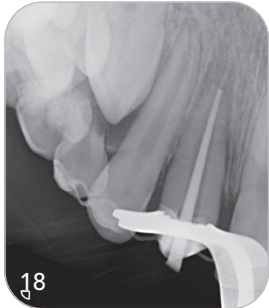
Messaufnahme während der Wurzelbehandlung. – Abb. 19–21: MTA-Plug apikal, Guttapercha im mittleren Wurzeldrittel, Insertion eines Glasfaserstiftes zur Stabilisierung der koronalen Kompositrestauration. – Abb. 22: Kontrollröntgenbild nach Abschluss der endodontischen Therapie.
